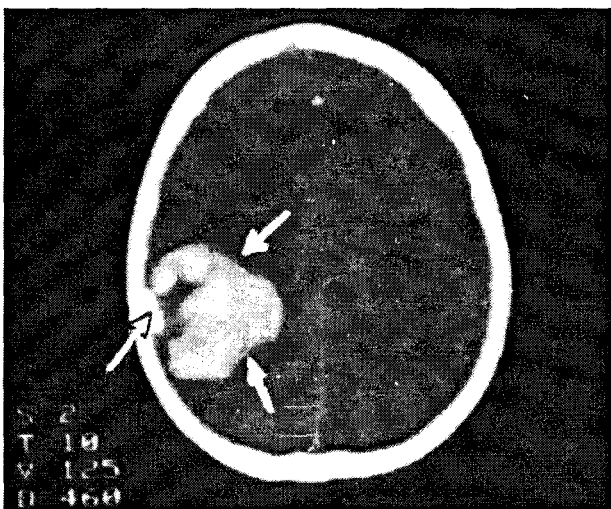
CT-scan: Hematom intraparenchimos post-traumatic parietal dreapta.
